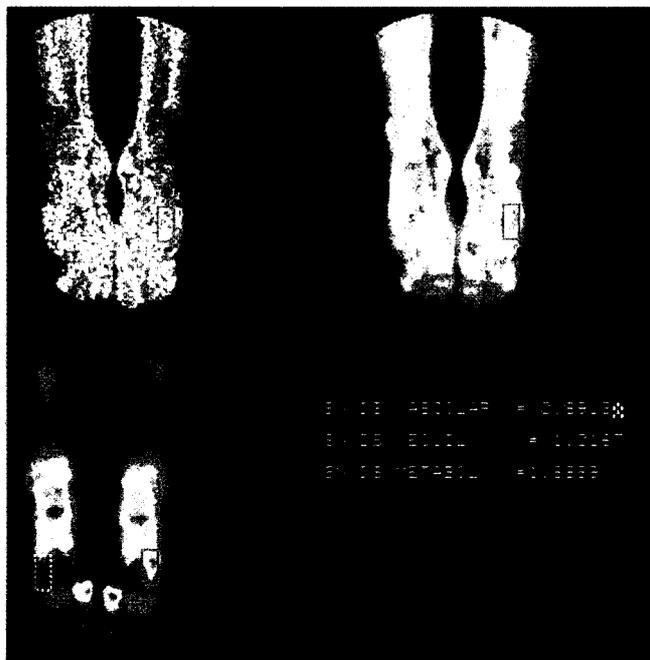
P.G. 200 m scintigrafia ossea trifasica dei piedi con 99 mTc MDP (555 MBq) (foto a sinistra) a sinistra a livello del terzo prossimale del quarto metatarso in fase tardiva si rileva un significativo aumento dell'incorporazione del radioindicatore osteotropo. Diagnosi: microfrattura da stress in fase evolutiva avanzata. (Foto a destra) Zone di esaltata attività osteoblastica sono apprezzabili anche a livello del calcagno (versante plantare), dello scafoide e dell'articolazione metatarso falangea dell'alluce di sinistra. Anche a destra si segnalano reperti di aumentata radioconcentrazione a livello dello scafoide ed a livello dei capi ossei dell'articolazione metatarso falangea dell'alluce. Tutti questi reperti sono da riferire a fenomeni di accelerato rimodellamento osseo da sovraccarico.
